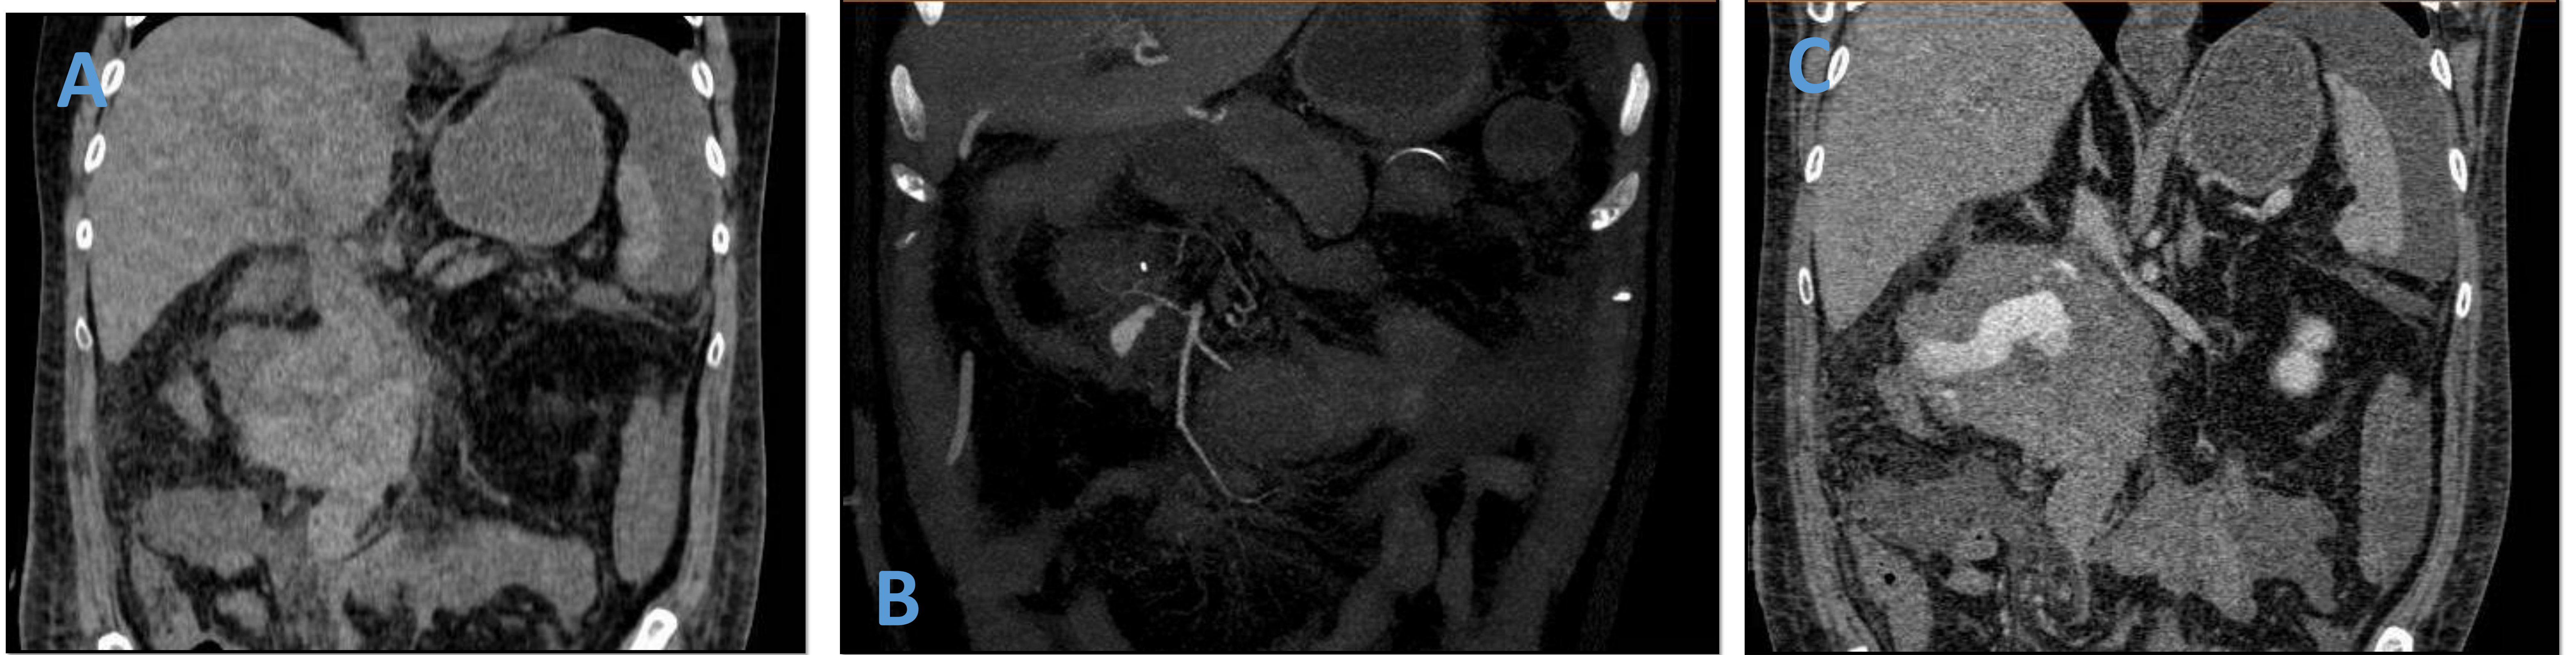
A. TC abdomen sin contraste iv. Objetivando colección hiperdensa en relación con hematoma en paciente con cambios morfológicos tras DPC. B. AngioTC (fase arterial) identificando extravasación activa de contraste en contacto con rama de AMS en relación con sangrado activo. C. AngioTC (fase tardía) Aumento del volumen de contraste extravasado en el seno del hematoma descrito.
